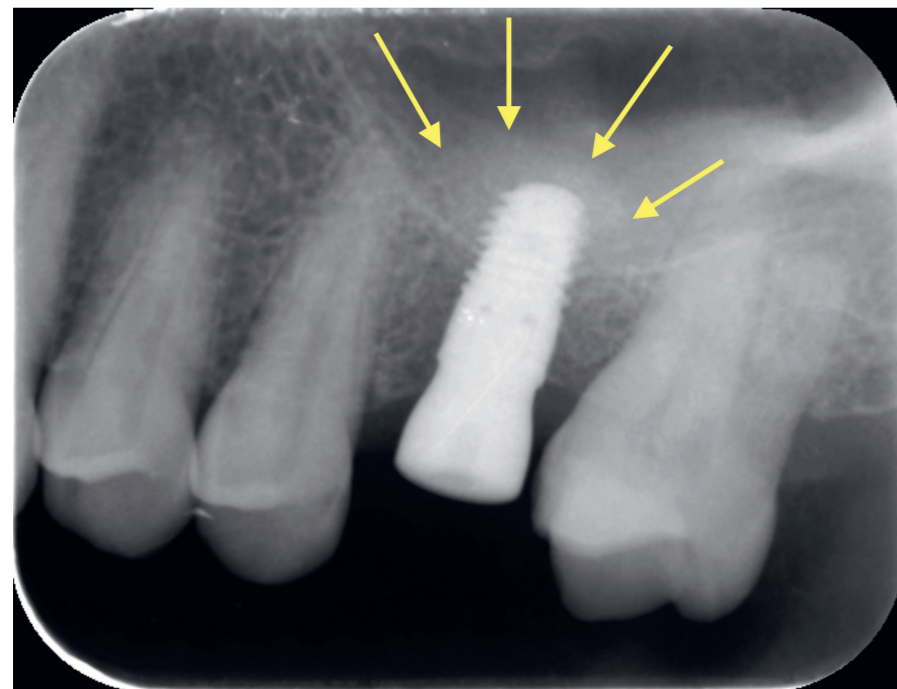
Radiographie rétro-alvéolaire. Le substitut osseux (Novabone®) est légèrement visible (Flèches).
